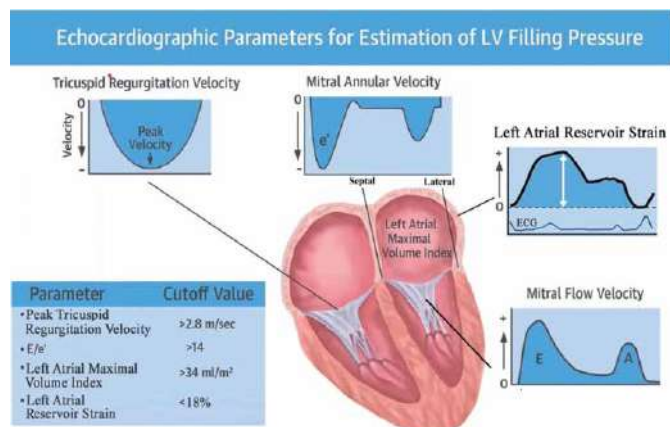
Paramètres échocardiographiques pour l'évaluation des PRVG [1].
